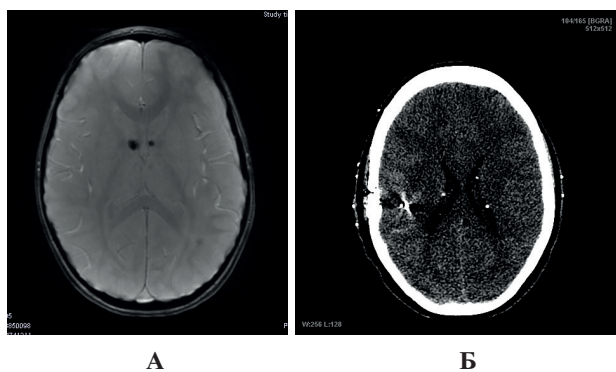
(А, Б). Пациент А., 12 лет. МРТ 3 Тл – ИП SWAN (А) в аксиальной проекции – визуализируются два кальцинированных субэпендимальных узла в стенках обоих боковых желудочков – признаки туберозного склероза. На МСКТ (Б) в аксиальной проекции визуализируются высокоплотные кальцинированные СУ (собственное исследование).
